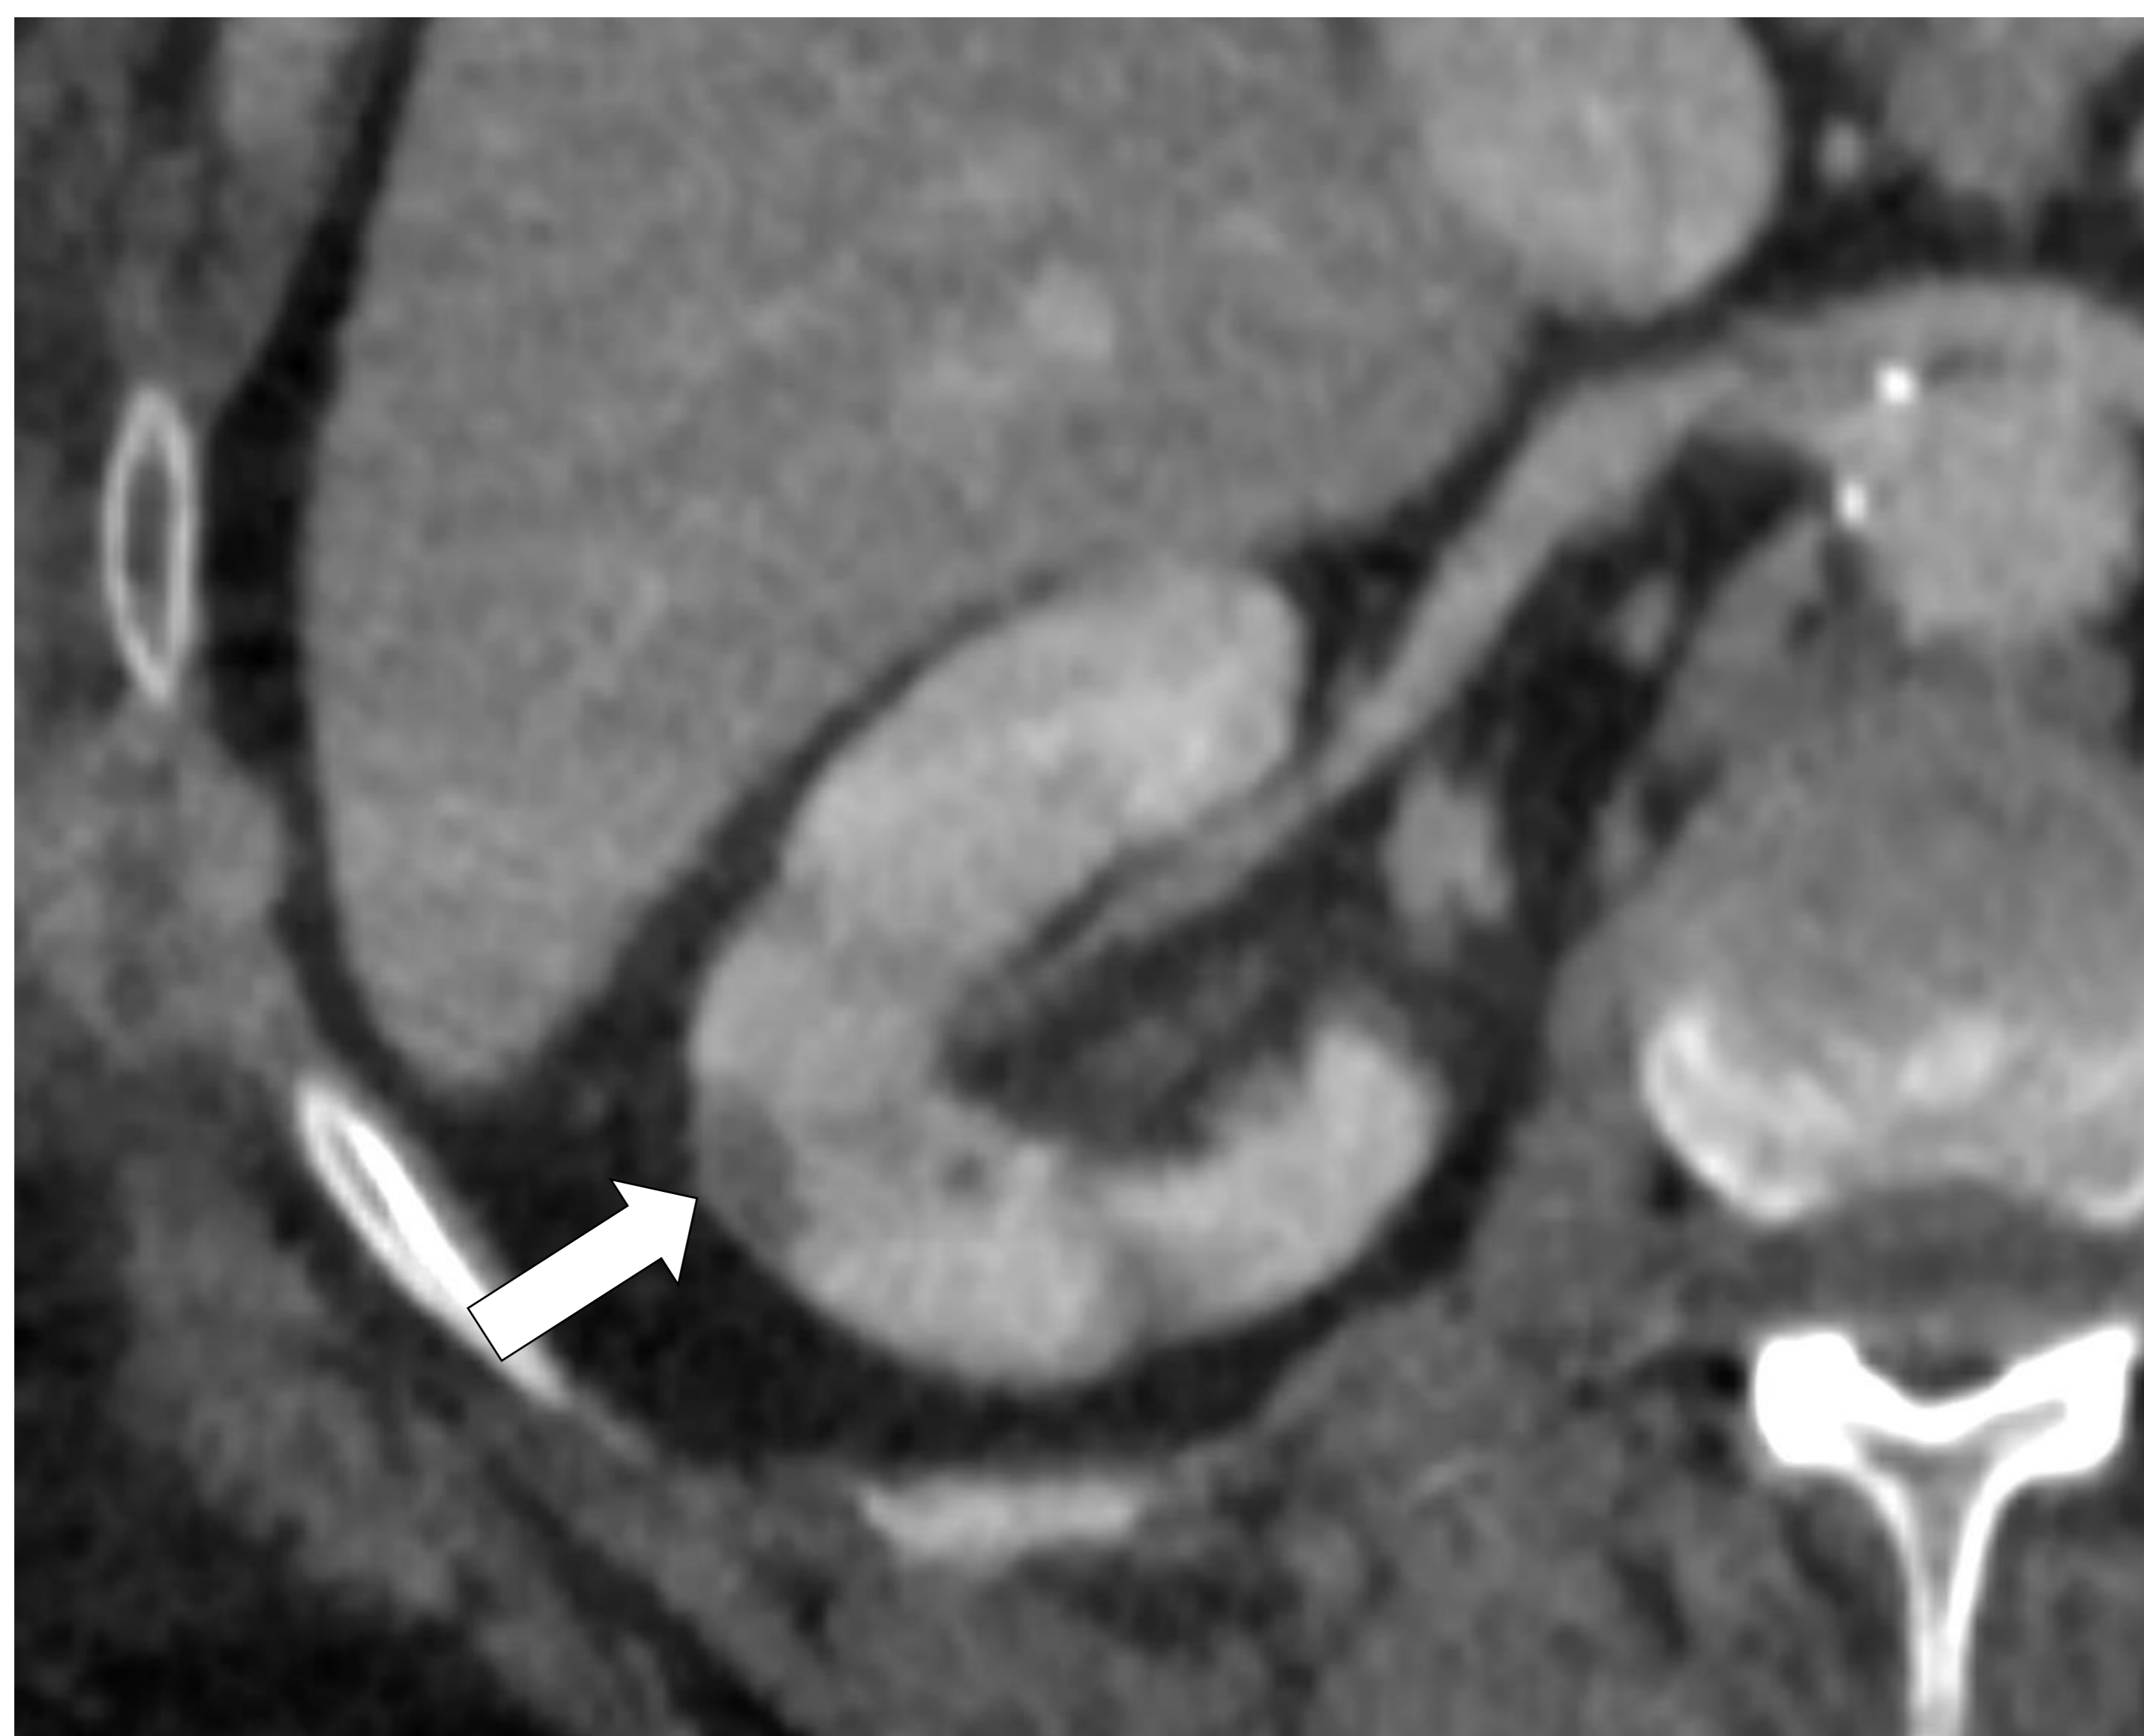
Infartos renales. TC abdominopélvica axial tras la administración de contraste intravenoso, adquisición en fase venosa. Múltiples áreas hipodensas, de morfología triangular en el riñón derecho, compatibles con infartos renales múltiples. Se puede observar el “signo del borde cortical” (flecha) como un borde delgado de realce capsular. No hay afectación inflamatoria de la grasa perirrenal, ni líquido o colecciones en el espacio perirrenal.
